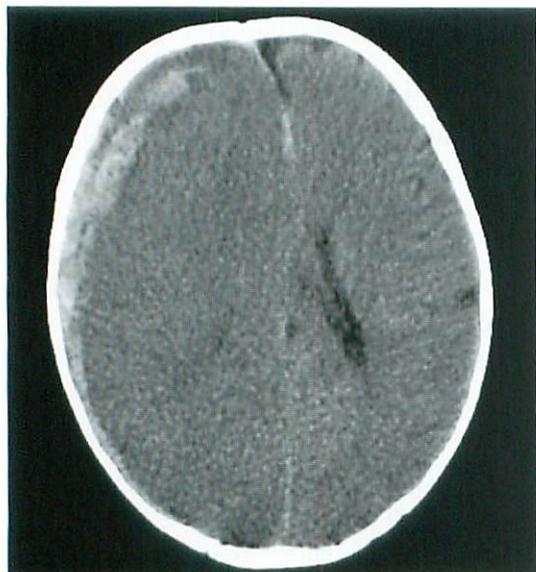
Hyperacute/acute subdural hematoma in an abused infant. Axial CT image shows a mixed density subdural hematoma with underlying asymmetric cerebral edema, small interhemispheric subdural hematoma and midline shift.
